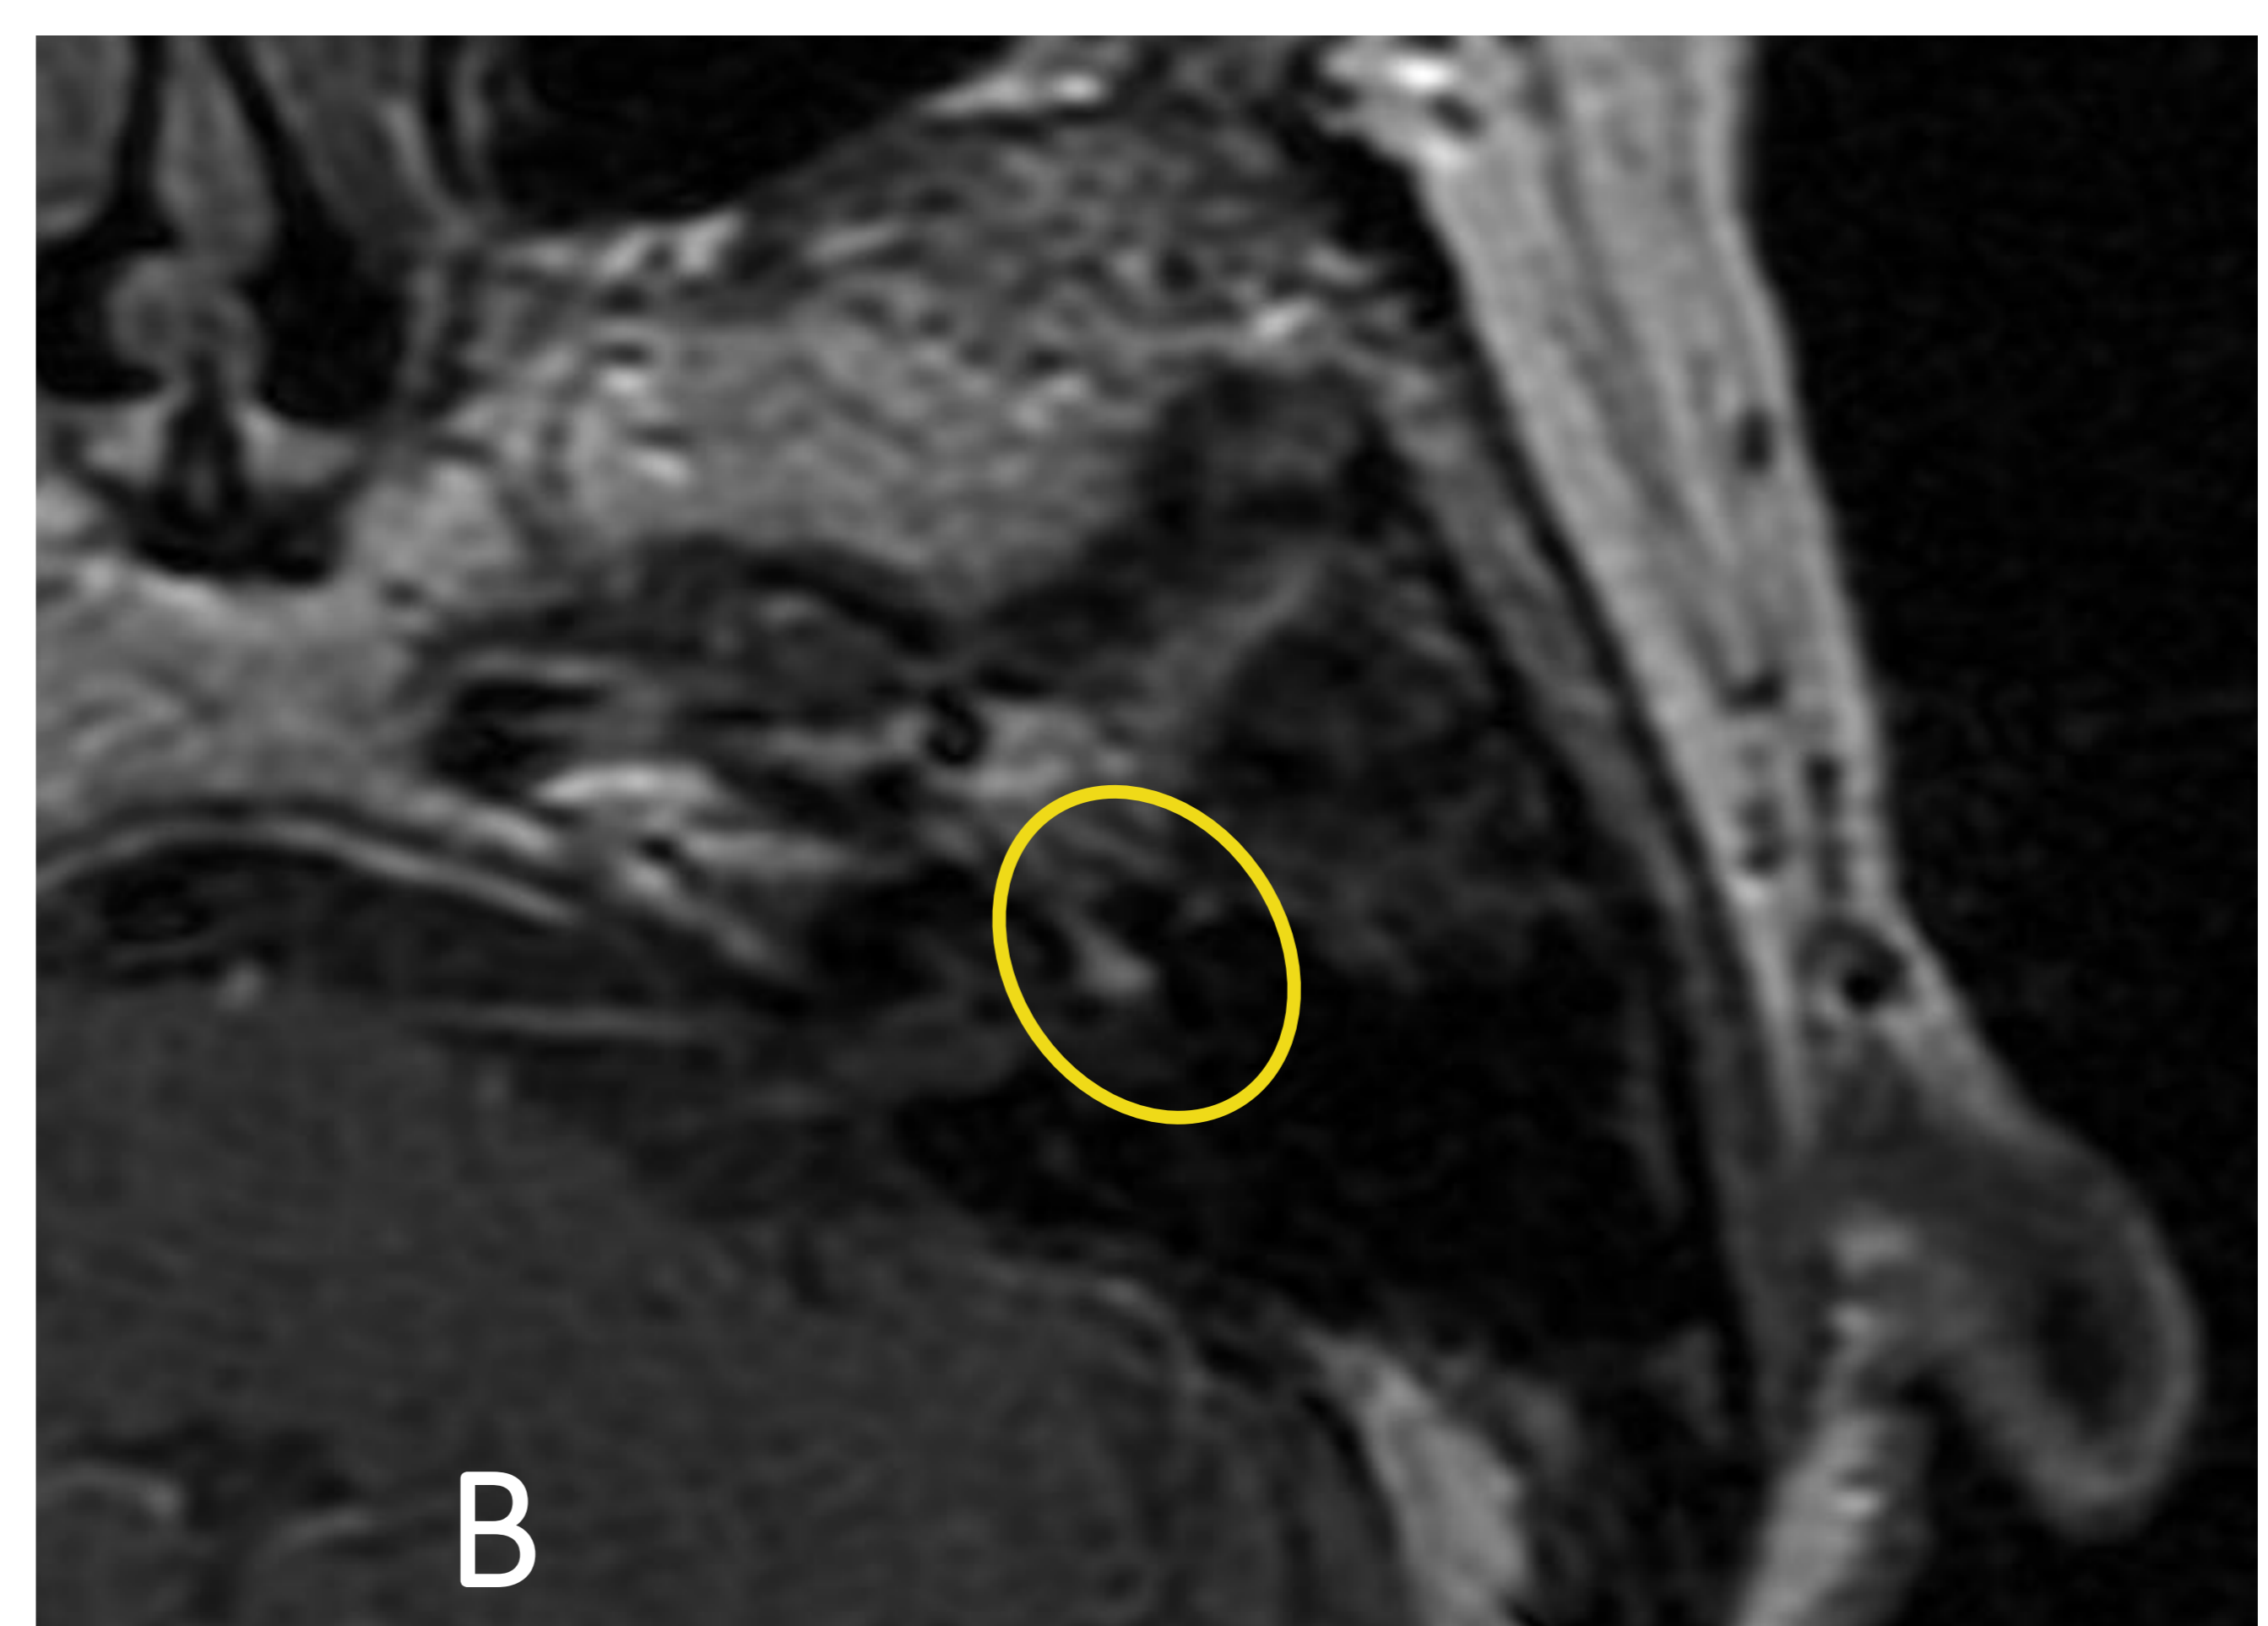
RM T1 + C. Realce del nervio facial izquierdo en su trayecto intracanalicular
